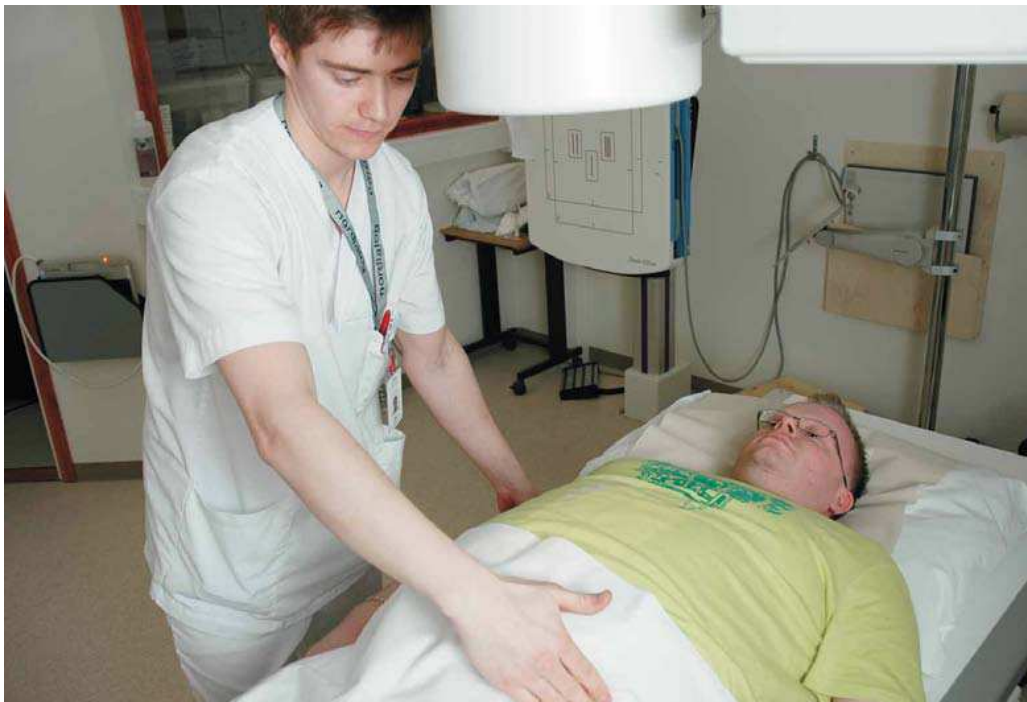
Рентгенолаборант Лейф-Арне Педерсен готовит пациента к рентгеновскому исследованию (Фото: Ян Фредерик Францен)
